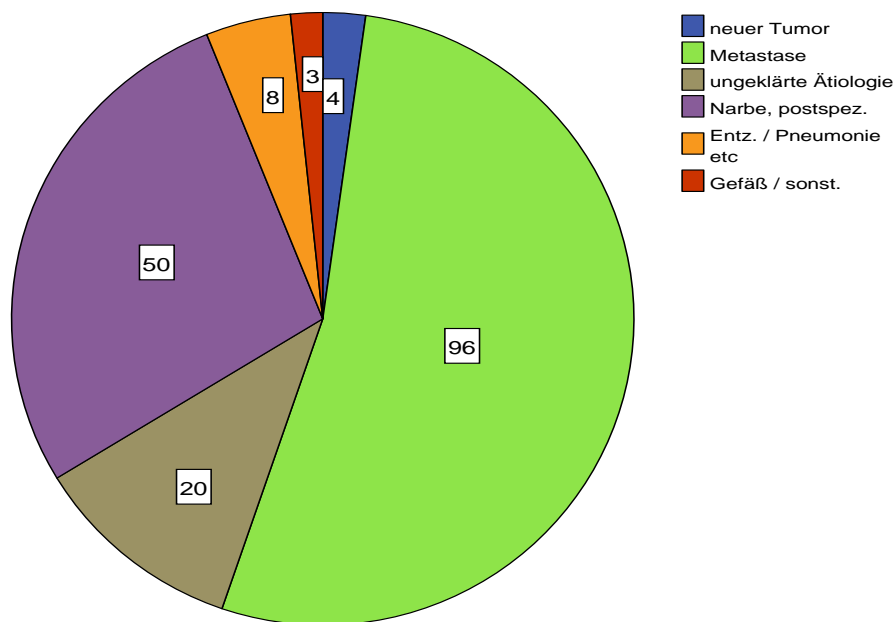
Diagnose der Rundherde laut CT-Bericht in Anzahl [n].
